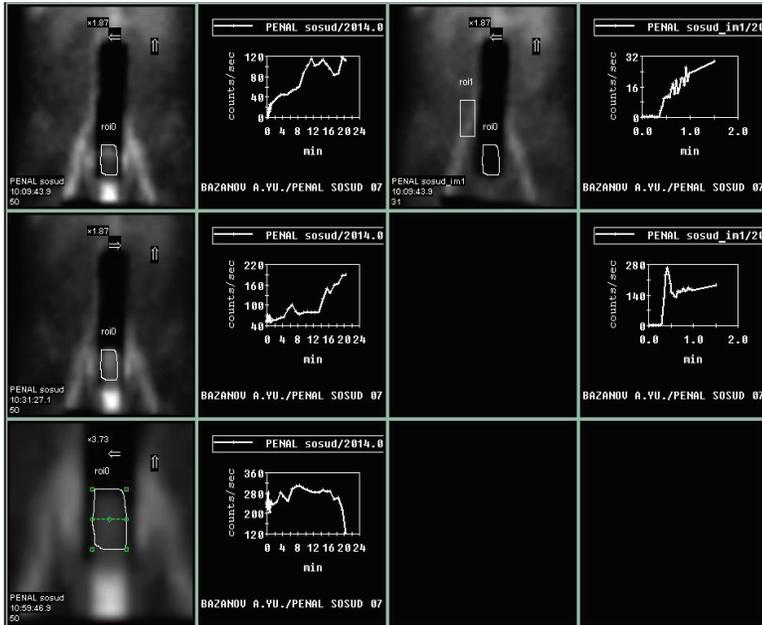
Фаллосцинтиграфия. Нормальные показатели
